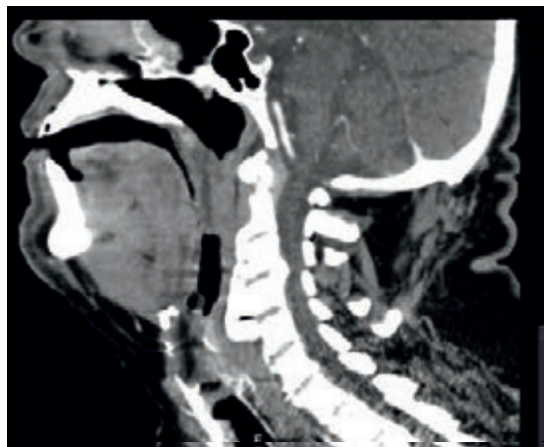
Corte sagital da Tomografia Computorizada
